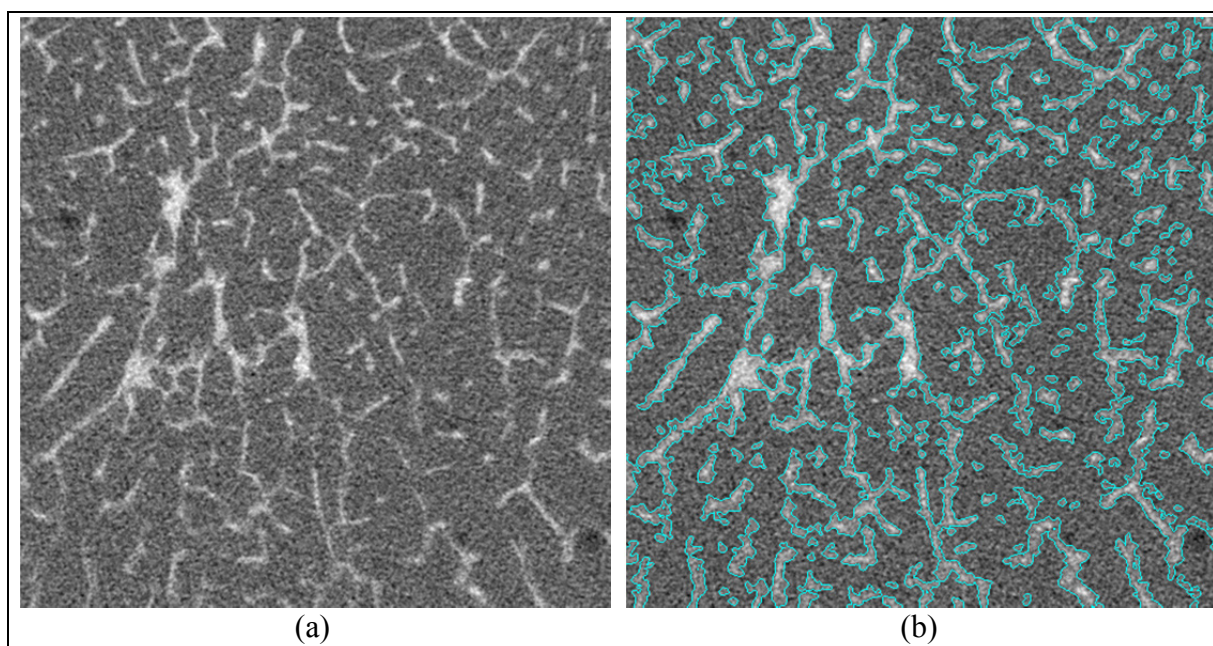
Images micro-CT analogue (a) sans et (b) avec segmentation du premier sujet humain
